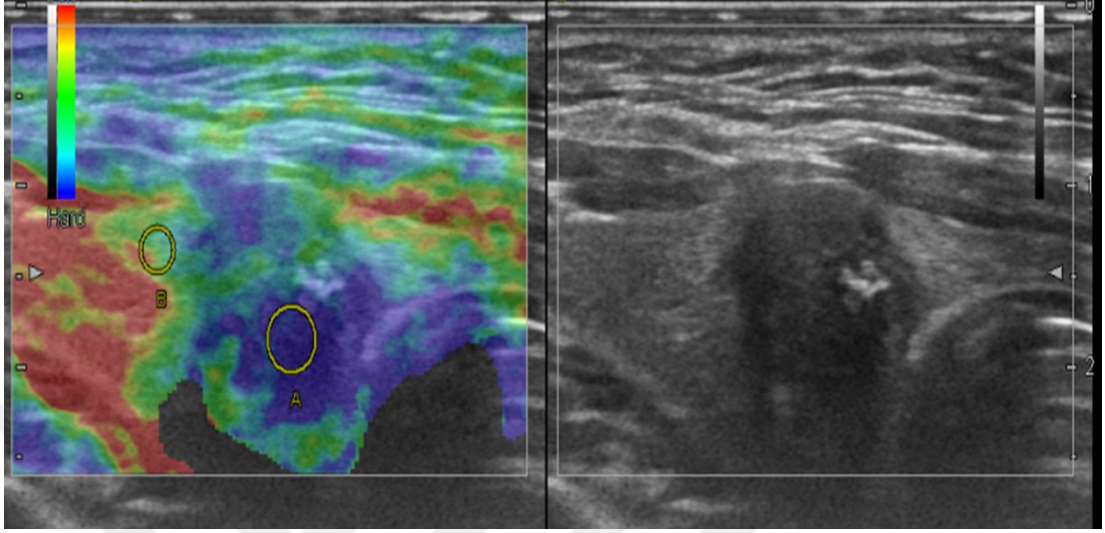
Doku kompresyon elastografisi incelemesinde olgu örneği 1.
